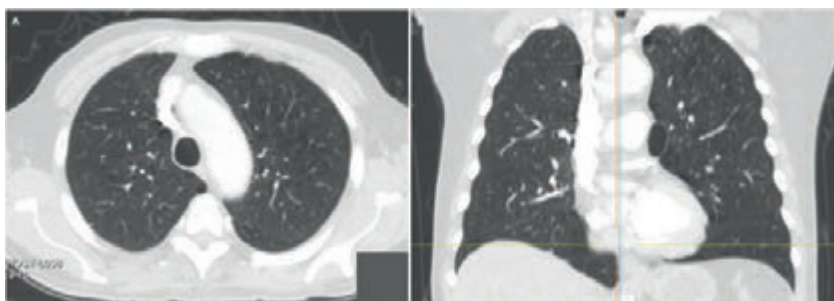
TC de tórax com enfisema centrilobular e paraseptal bilateral (A: axial; B: coronal).
